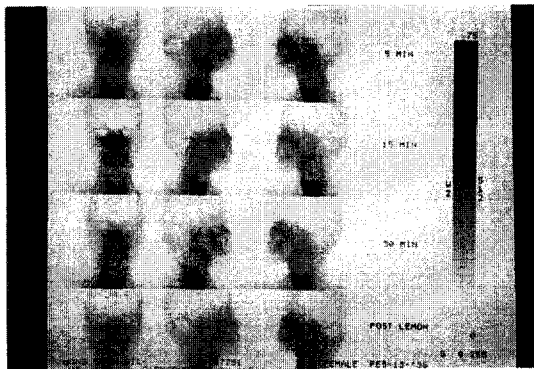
Salivary gland Scan 소견 방사선 동위원소의 총 흡수량 및 흡수속도가 감소하였으며, 타액내로의 동위원소 배출이 매우 느리게 나타났다.
